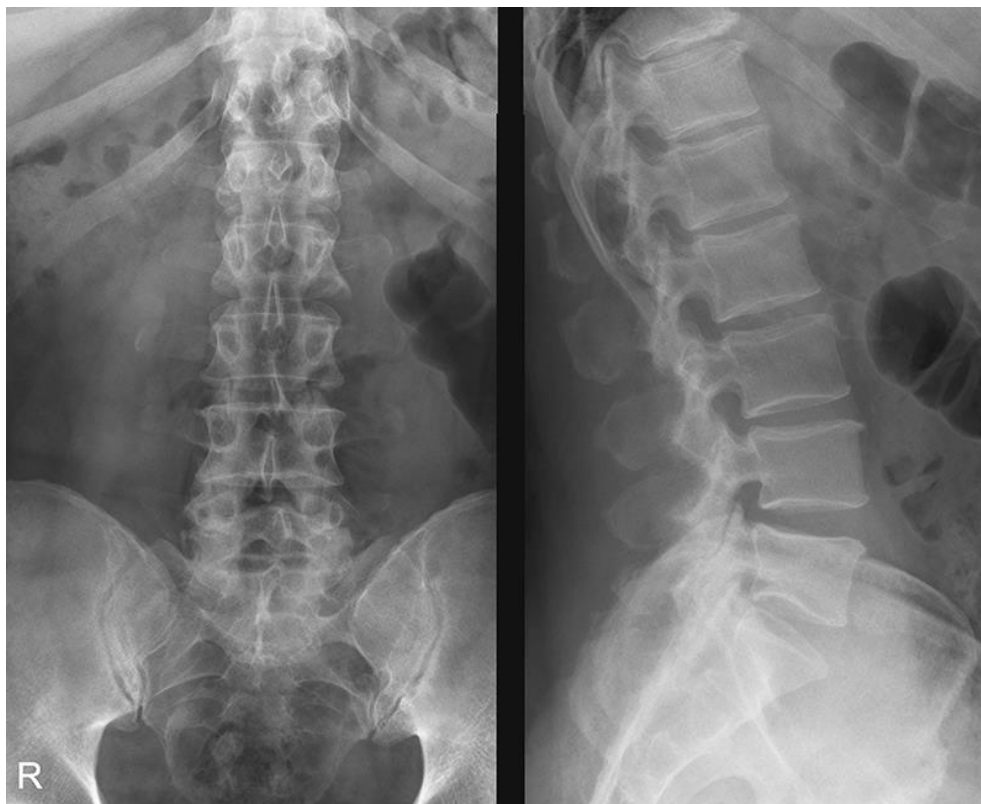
Рентгенография позвоночника
